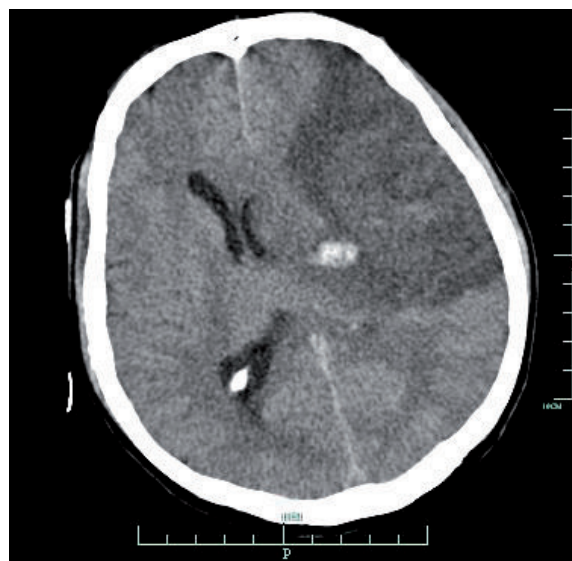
Obraz TK mózgu po wykonaniu hemikraniektomii
